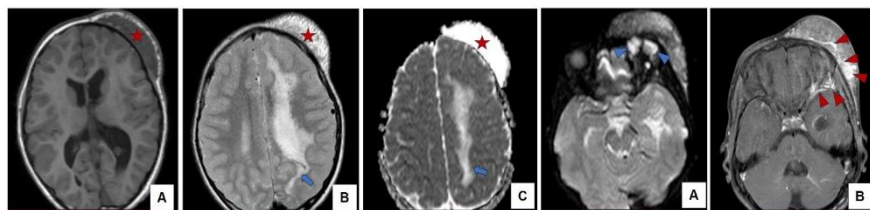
IRM crâno-encéphalique coupes axiales. (A) séquence T1 Inversion et récupération IR. (B) séquence T2 Gradient Echo, séquence ADC (C). Masse des parties molles fronto-temporales gauches d'allure bénigne A, B, C (étoiles rouges), Leucopathie hémisphérique gauche (B, C) (flèches bleues).
